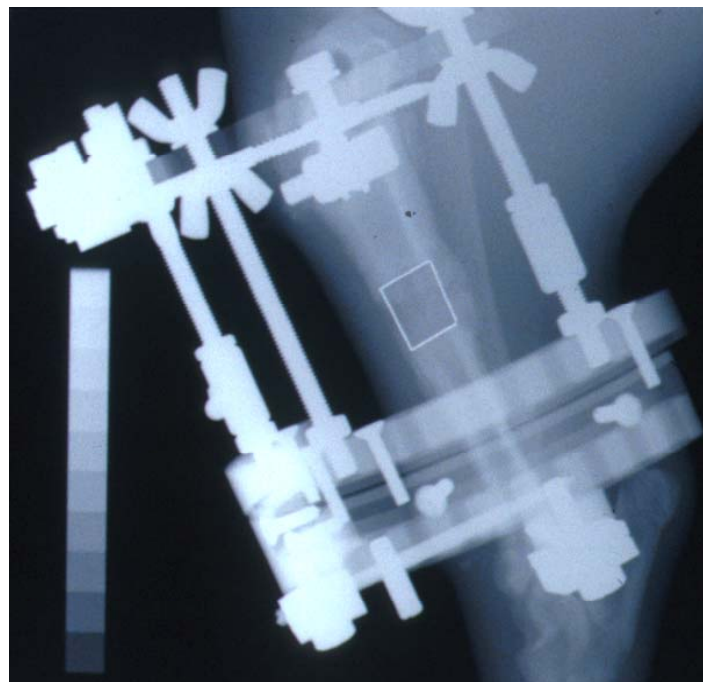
Darstellung eines digitalen Röntgenbildes am letzten Tag der Meßphase
